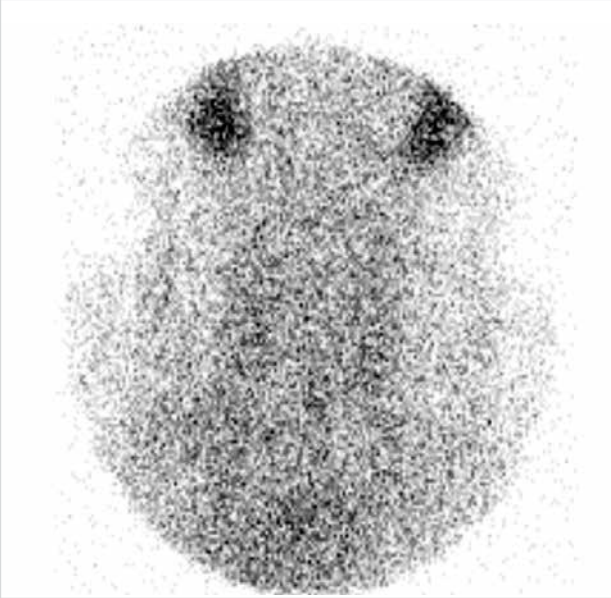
Residual thyroid tissue was not observed after RAI treatment in thyroid scintigraphy
